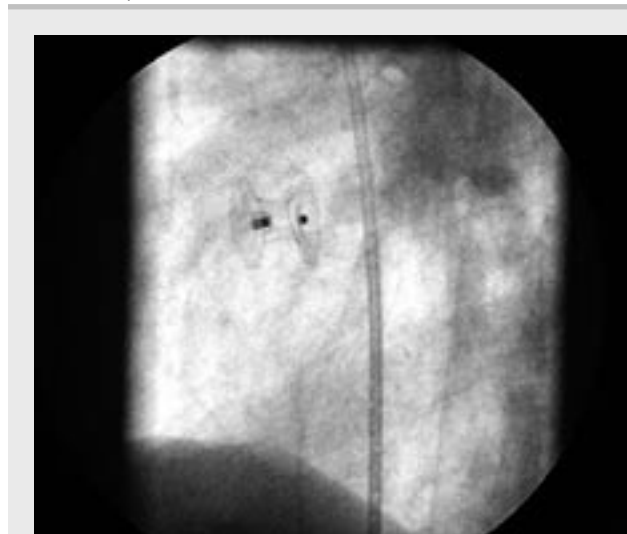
Amplatzův okluder je právě za skiaskopické a echokardiografické (TEE – jícnová echokardiografická sonda) kontroly odpoután
